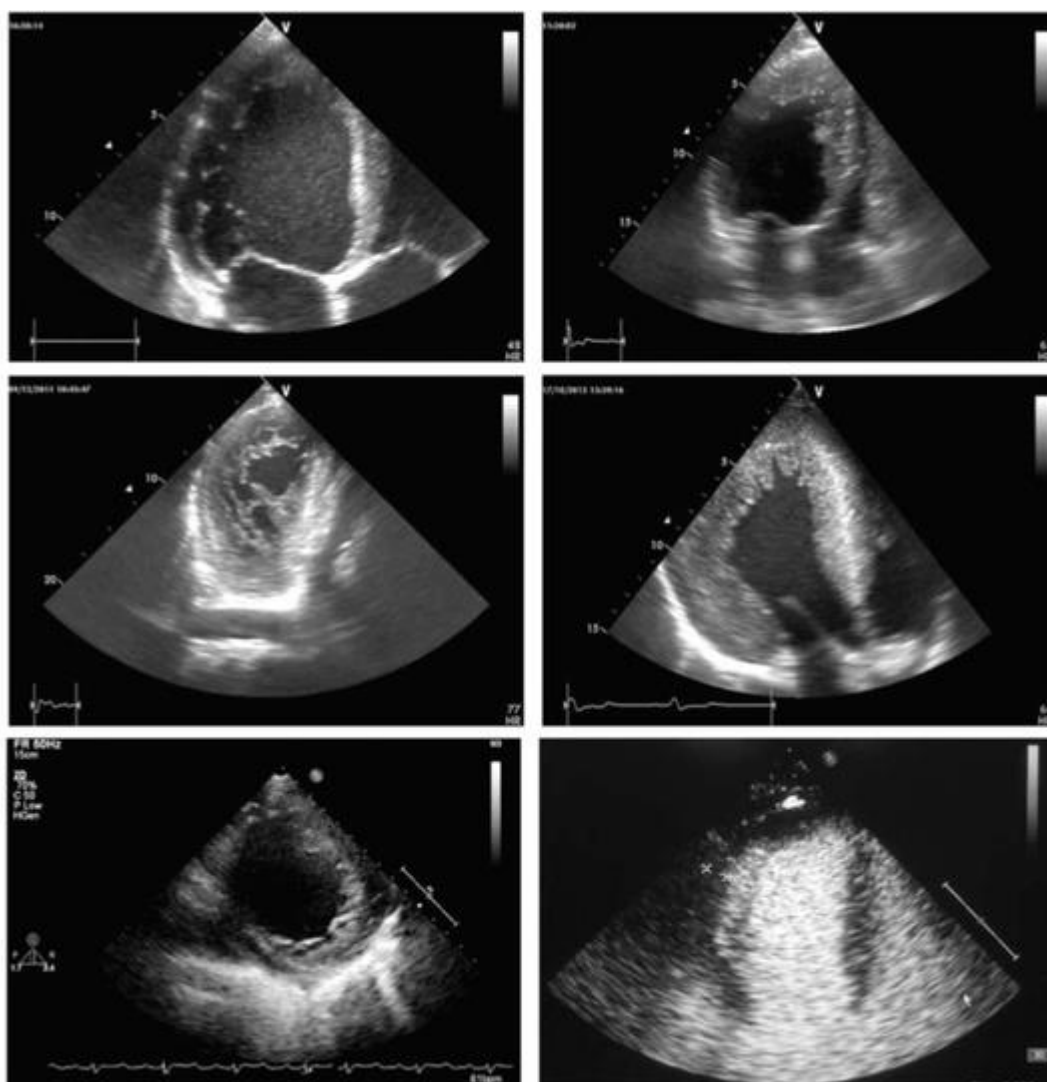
Структурные варианты некомпактности (по данным эхокардиографии). Нижний ряд - визуализация некомпактного слоя с помощью контрастной эхокардиографии
